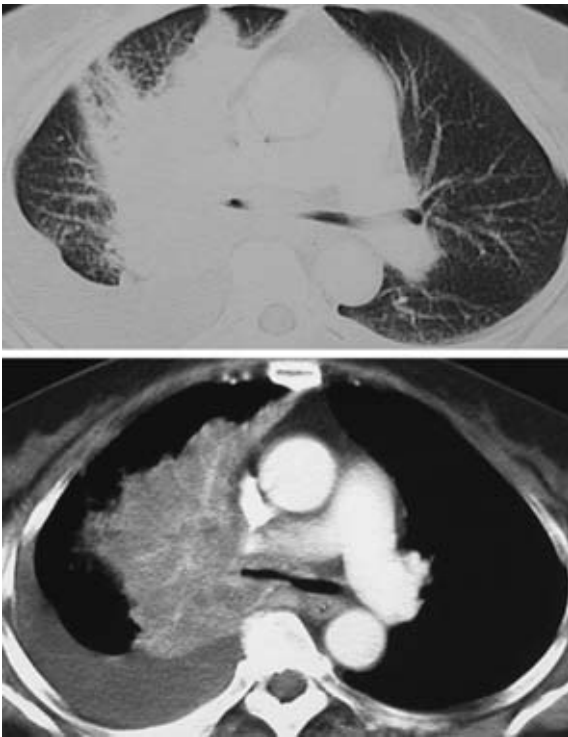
Chest CT scan on admission showing a giant tumorous shadow extending from the right mediastinum to hilum.
